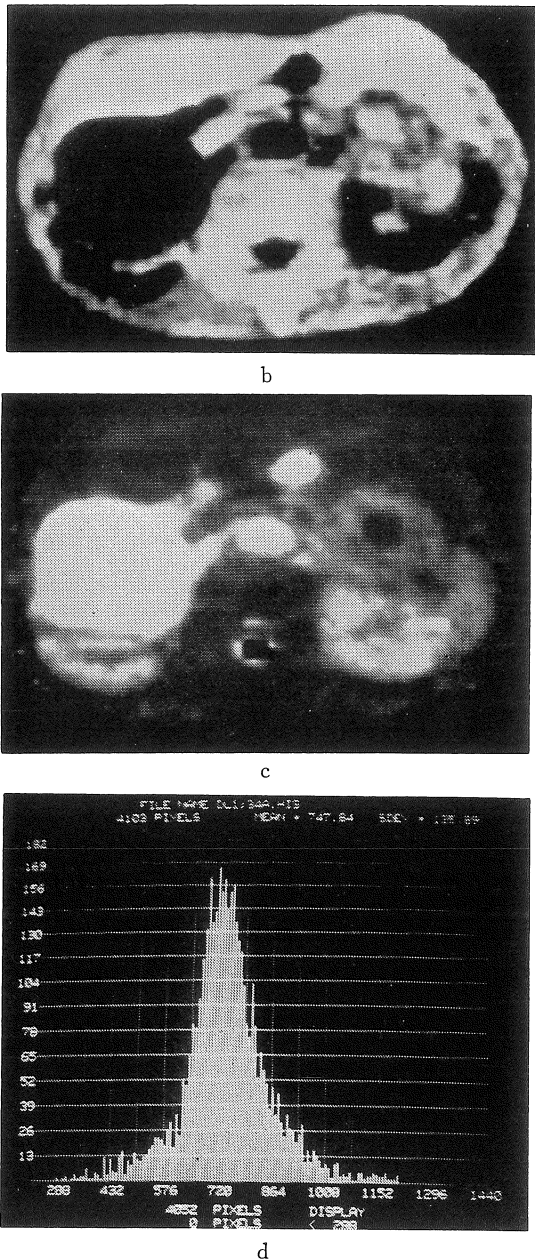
a. X線 CT (造影前), 症例 ⑦
